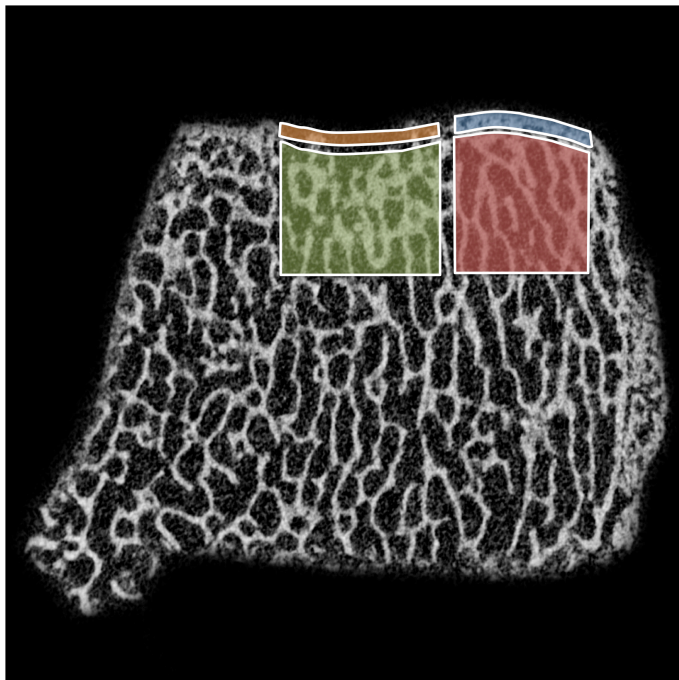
Auswertung der  $\mu$ -CT-Bilder anhand der *regions of interests*. Die Bereiche wurden so gewählt, dass ein repräsentativer Bereich erfasst und eine Überlappung der einzelnen Bereiche vermieden wurde. Orange = subchondrale Knochenplatte - Defekt (SBP - *defect*); blau = Subchondrale Knochenplatte - angrenzend (SBP - *adjacent*); grün = Subartikuläre Spongiosa - Defekt (SAS - *defect*); rot = Subartikuläre Spongiosa - angrenzend (SAS - *adjacent*).
